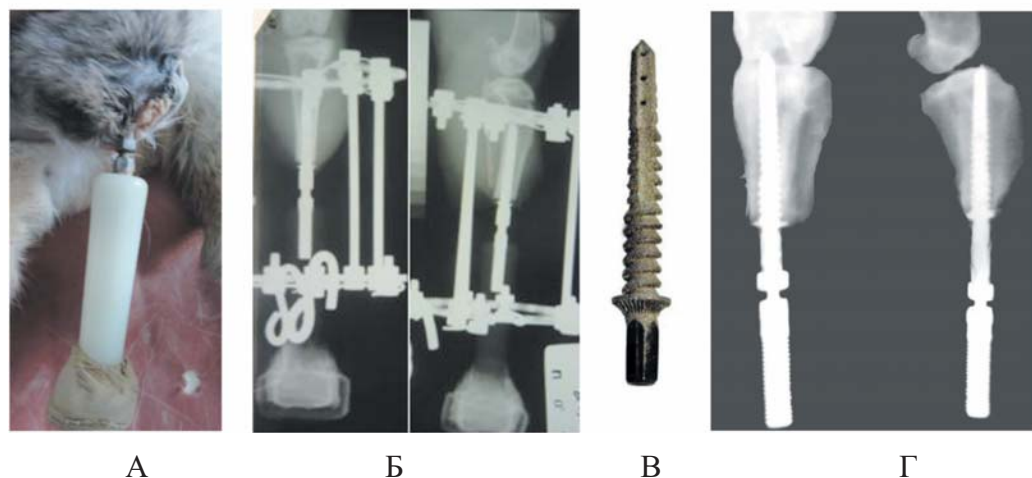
Внешний вид имплантата культи трубчатой кости и рентгенограммы прооперированной конечности на этапах эксперимента: А – пластиковый аббатмент; Б – рентгенограммы после оперативного вмешательства; В – внешний вид имплантата; Г – рентгенограммы голени кроликов через 12 недель после операции.
